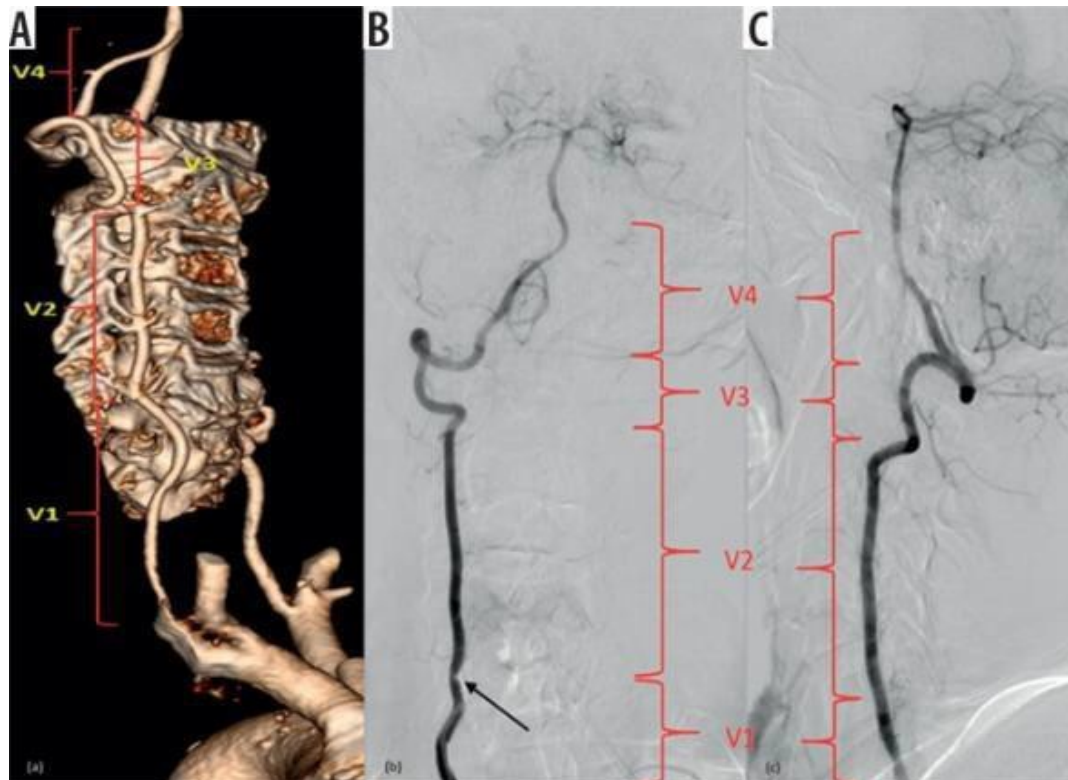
Segmentos de la arteria vertebral. (A) Reconstrucción volumétrica de una angiotomografía. (B y C) Angiografía por sustracción digital, la flecha negra señala un estrechamiento luminal en el segmento V1 (11).
